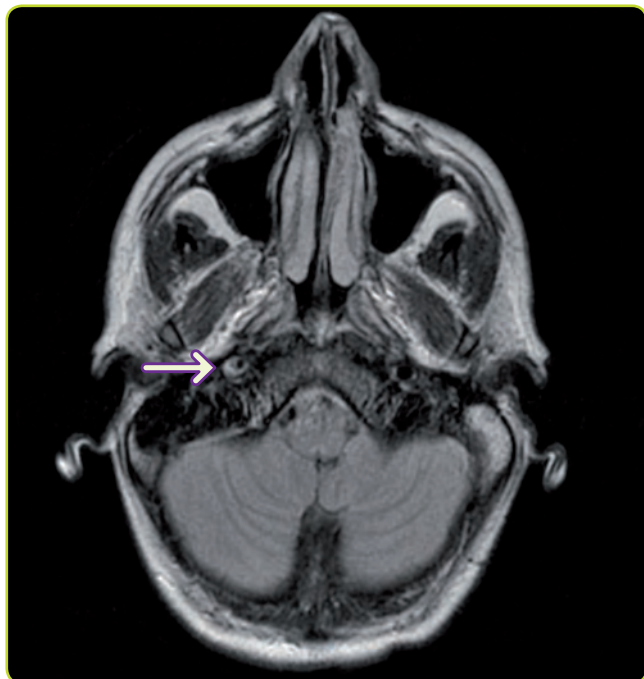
RM axial que muestra dissección con hiperintensidad del hematoma en la pared carotídea derecha.
